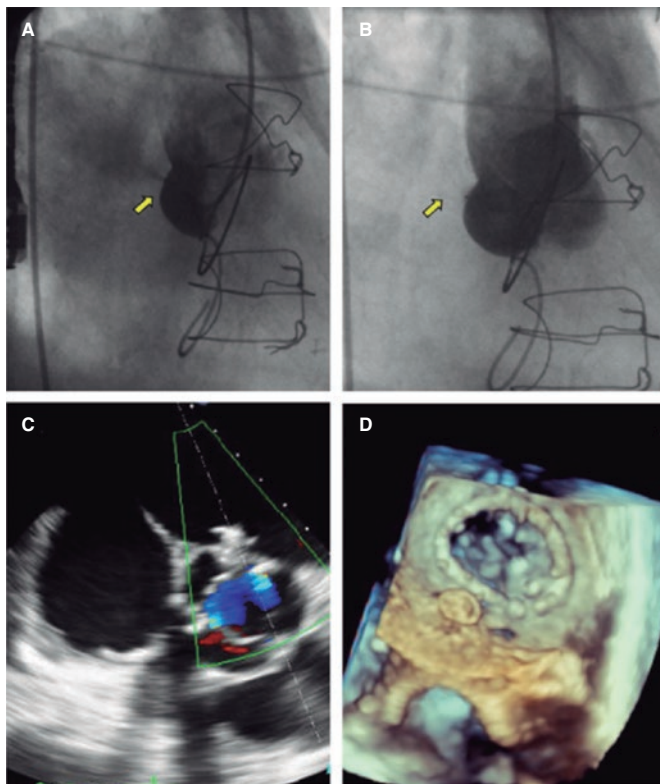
A: aortografía basal con llenado de la aurícula izquierda a través de la fistula (flecha). D: ausencia de paso de contraste tras colocación del dispositivo Amplatzer Duct Occluder II (flecha). E, F: dispositivo Amplatzer colocado sin presencia de *shunt* en los planos que ofrece la ecografía Doppler color y la ecocardiografía transesofágica 3D.
